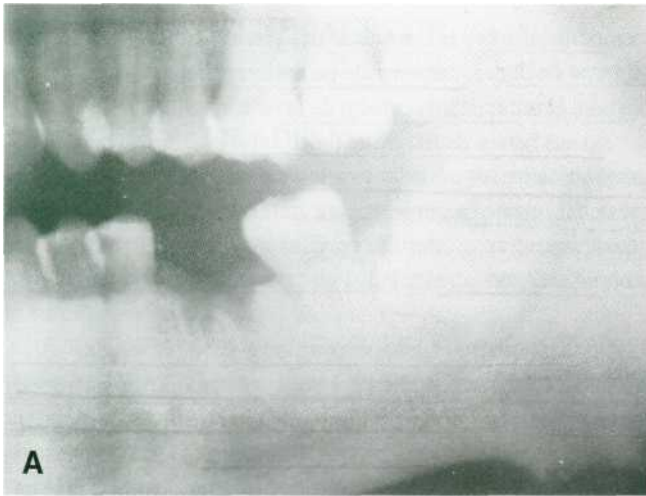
(A) Detalle de la ortopantomografía previa a la extracción del 3.7 y 3.8 en un terreno infectado tras la avulsión del 3.6. (B). Detalle de la ortopantomografía tras sufrir una osteomielitis aguda, que se encuentra en fase de reparación.
